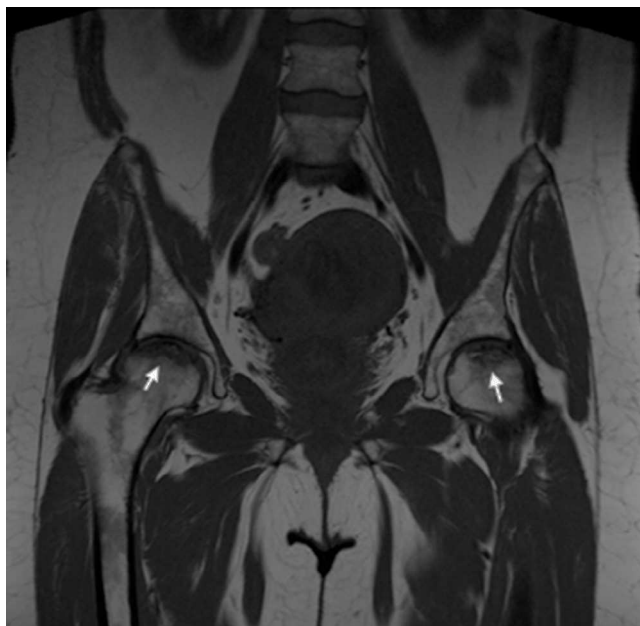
RMN de caderas: corte coronal en secuencia T1. Se aprecian lesiones hipointensas en la superficie de ambas cabezas femorales (flechas blancas), que indica necrosis avascular. La lesión es de grado Ficat I (estadificación de la necrosis avascular de cadera de la Universidad de Pensilvania) en la cadera izquierda y Ficat III con colapso articular en la cadera derecha.
